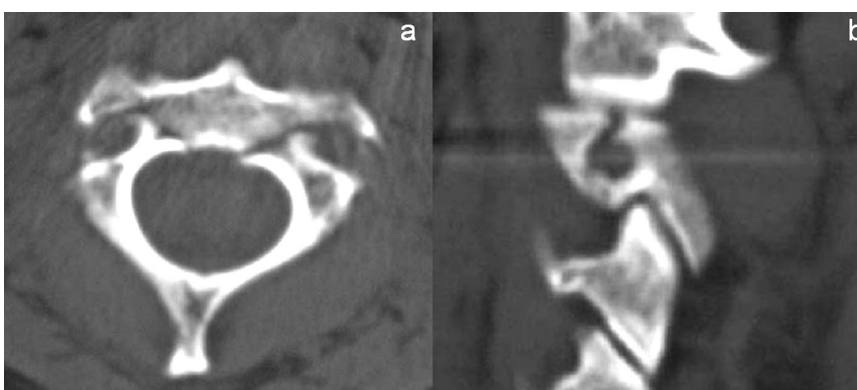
Transverzální CT scan C2 s FRA zahrnující bilaterálně část zadní stěny obratlového těla
